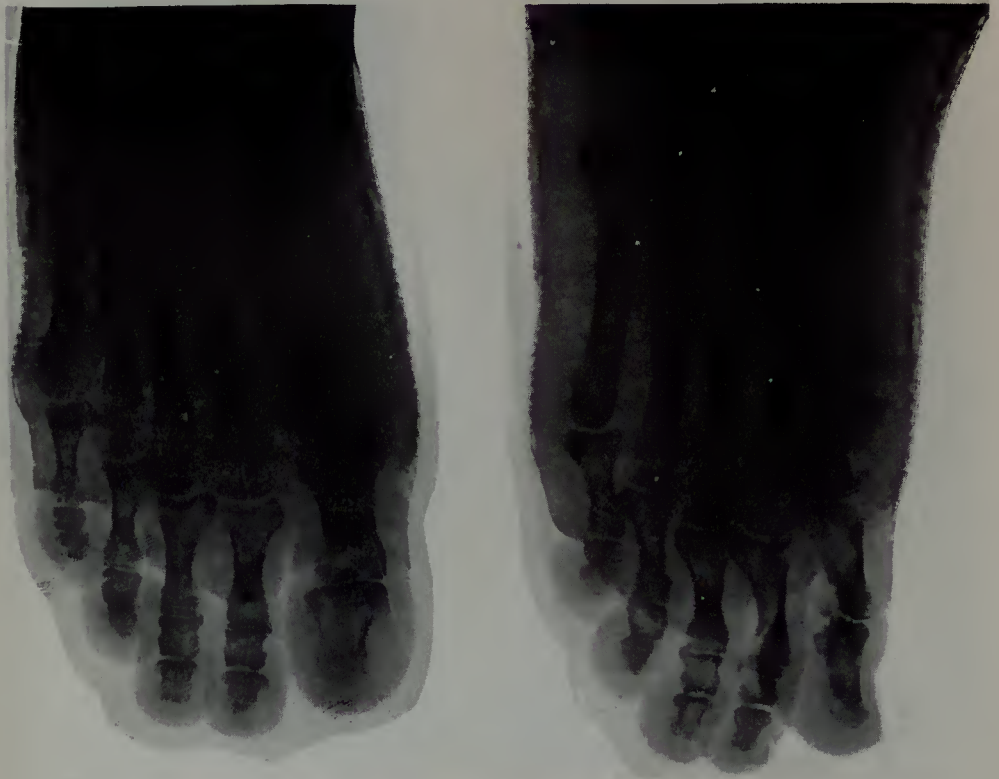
Caso 18, radiografia e fotografia 3 e 1/2 meses após a cirurgia (pé D).
